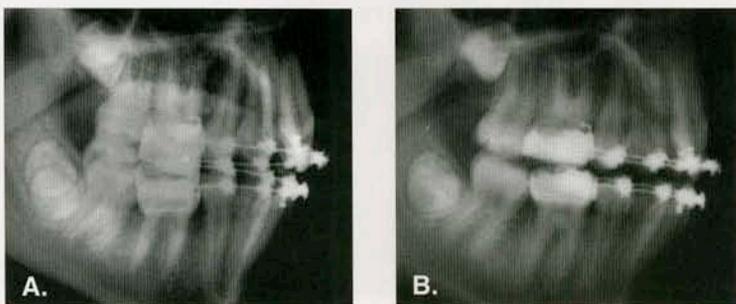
A yB. A) Radiografía lateral de cráneo tomada al inicio de la fase tres. Se colocaron arcos rectangulares, .0215" x .028" con resortes de enderezamiento en ambas arcadas para dar tanto la inclinación de la corona como las fuerzas de torsión. B) Película lateral de cráneo tomada siete meses después. Nótese el pequeño, casi inexistente cambio en la inclinación vestibulo-lingual de los dientes anteriores superiores aún con el enderezamiento de los primeros premolares.
